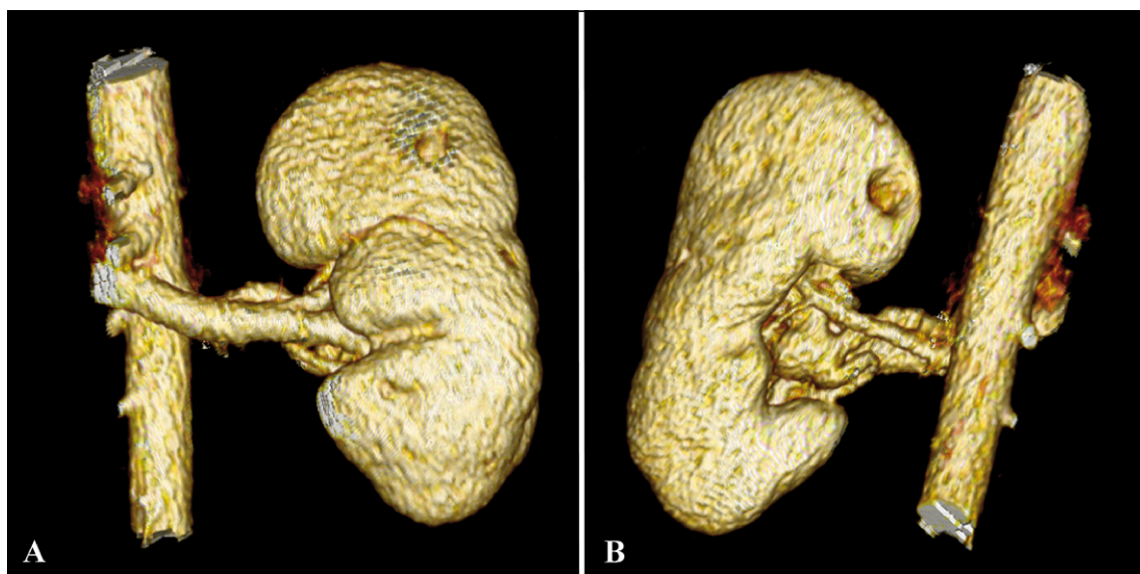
Visión anterior (A) y posterior (B) de reconstrucción 3D de tomografía axial computada en fase arterial mostrando relación del aneurisma de arteria renal izquierda con la vena y la pelvis renal.
